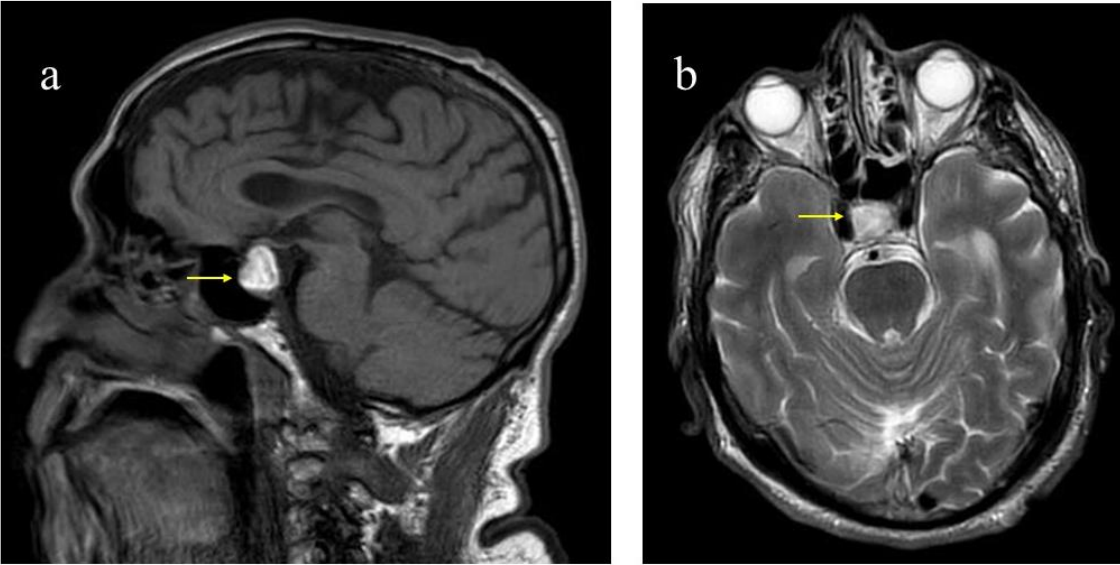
a. Corte sagital de resonancia magnética cerebral en fase T1 con lesión hiperintensa en silla turca (flecha). b. Corte axial de resonancia magnética de hipófisis en T2, lesión hiperintensa en silla turca (flecha).
